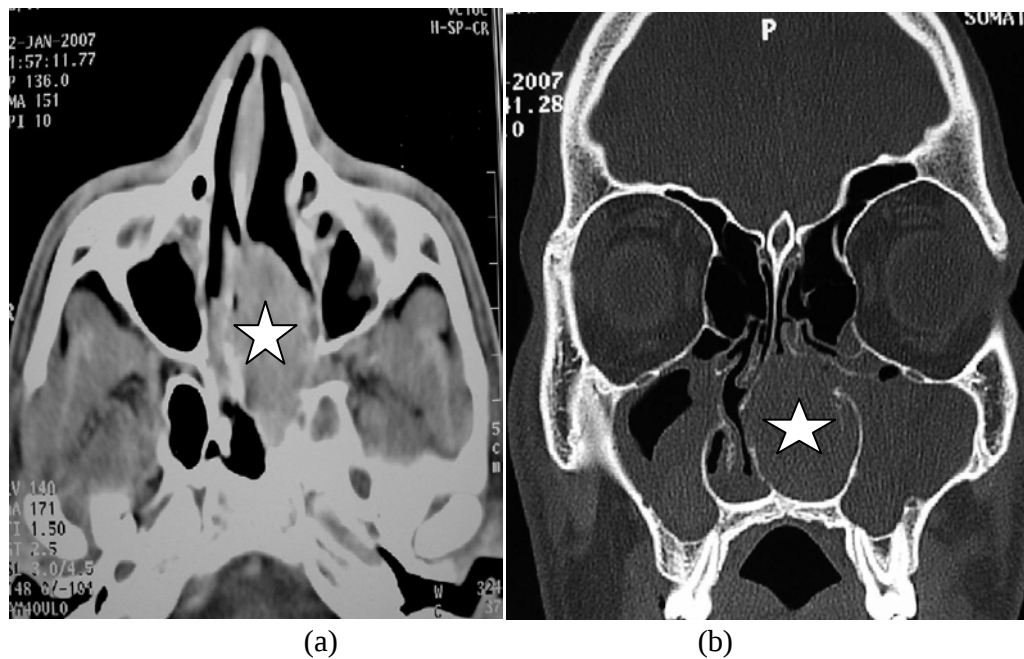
TDM objectivant la forme du FNP à développement endonasal (a) en coupe axiale après injection du PDC (b) en coupe coronale en fenêtre osseuse [229]
